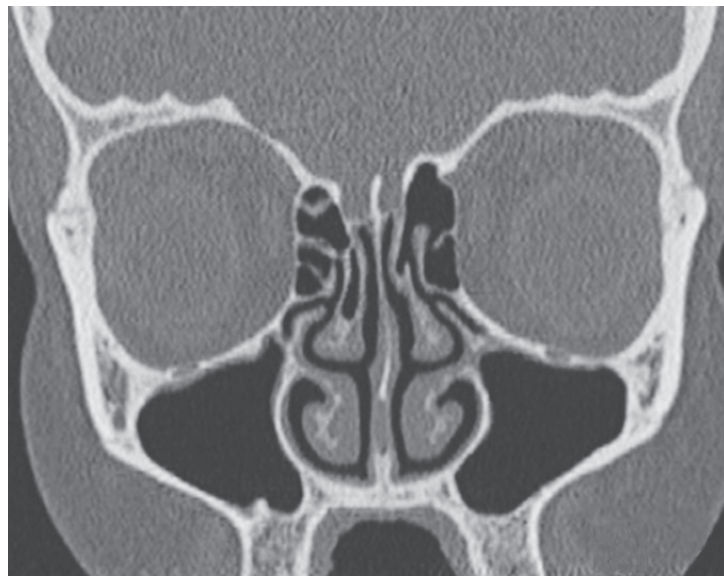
Inégalité de hauteur des toits ethmoïdaux sur une TDM en coupe coronale.
